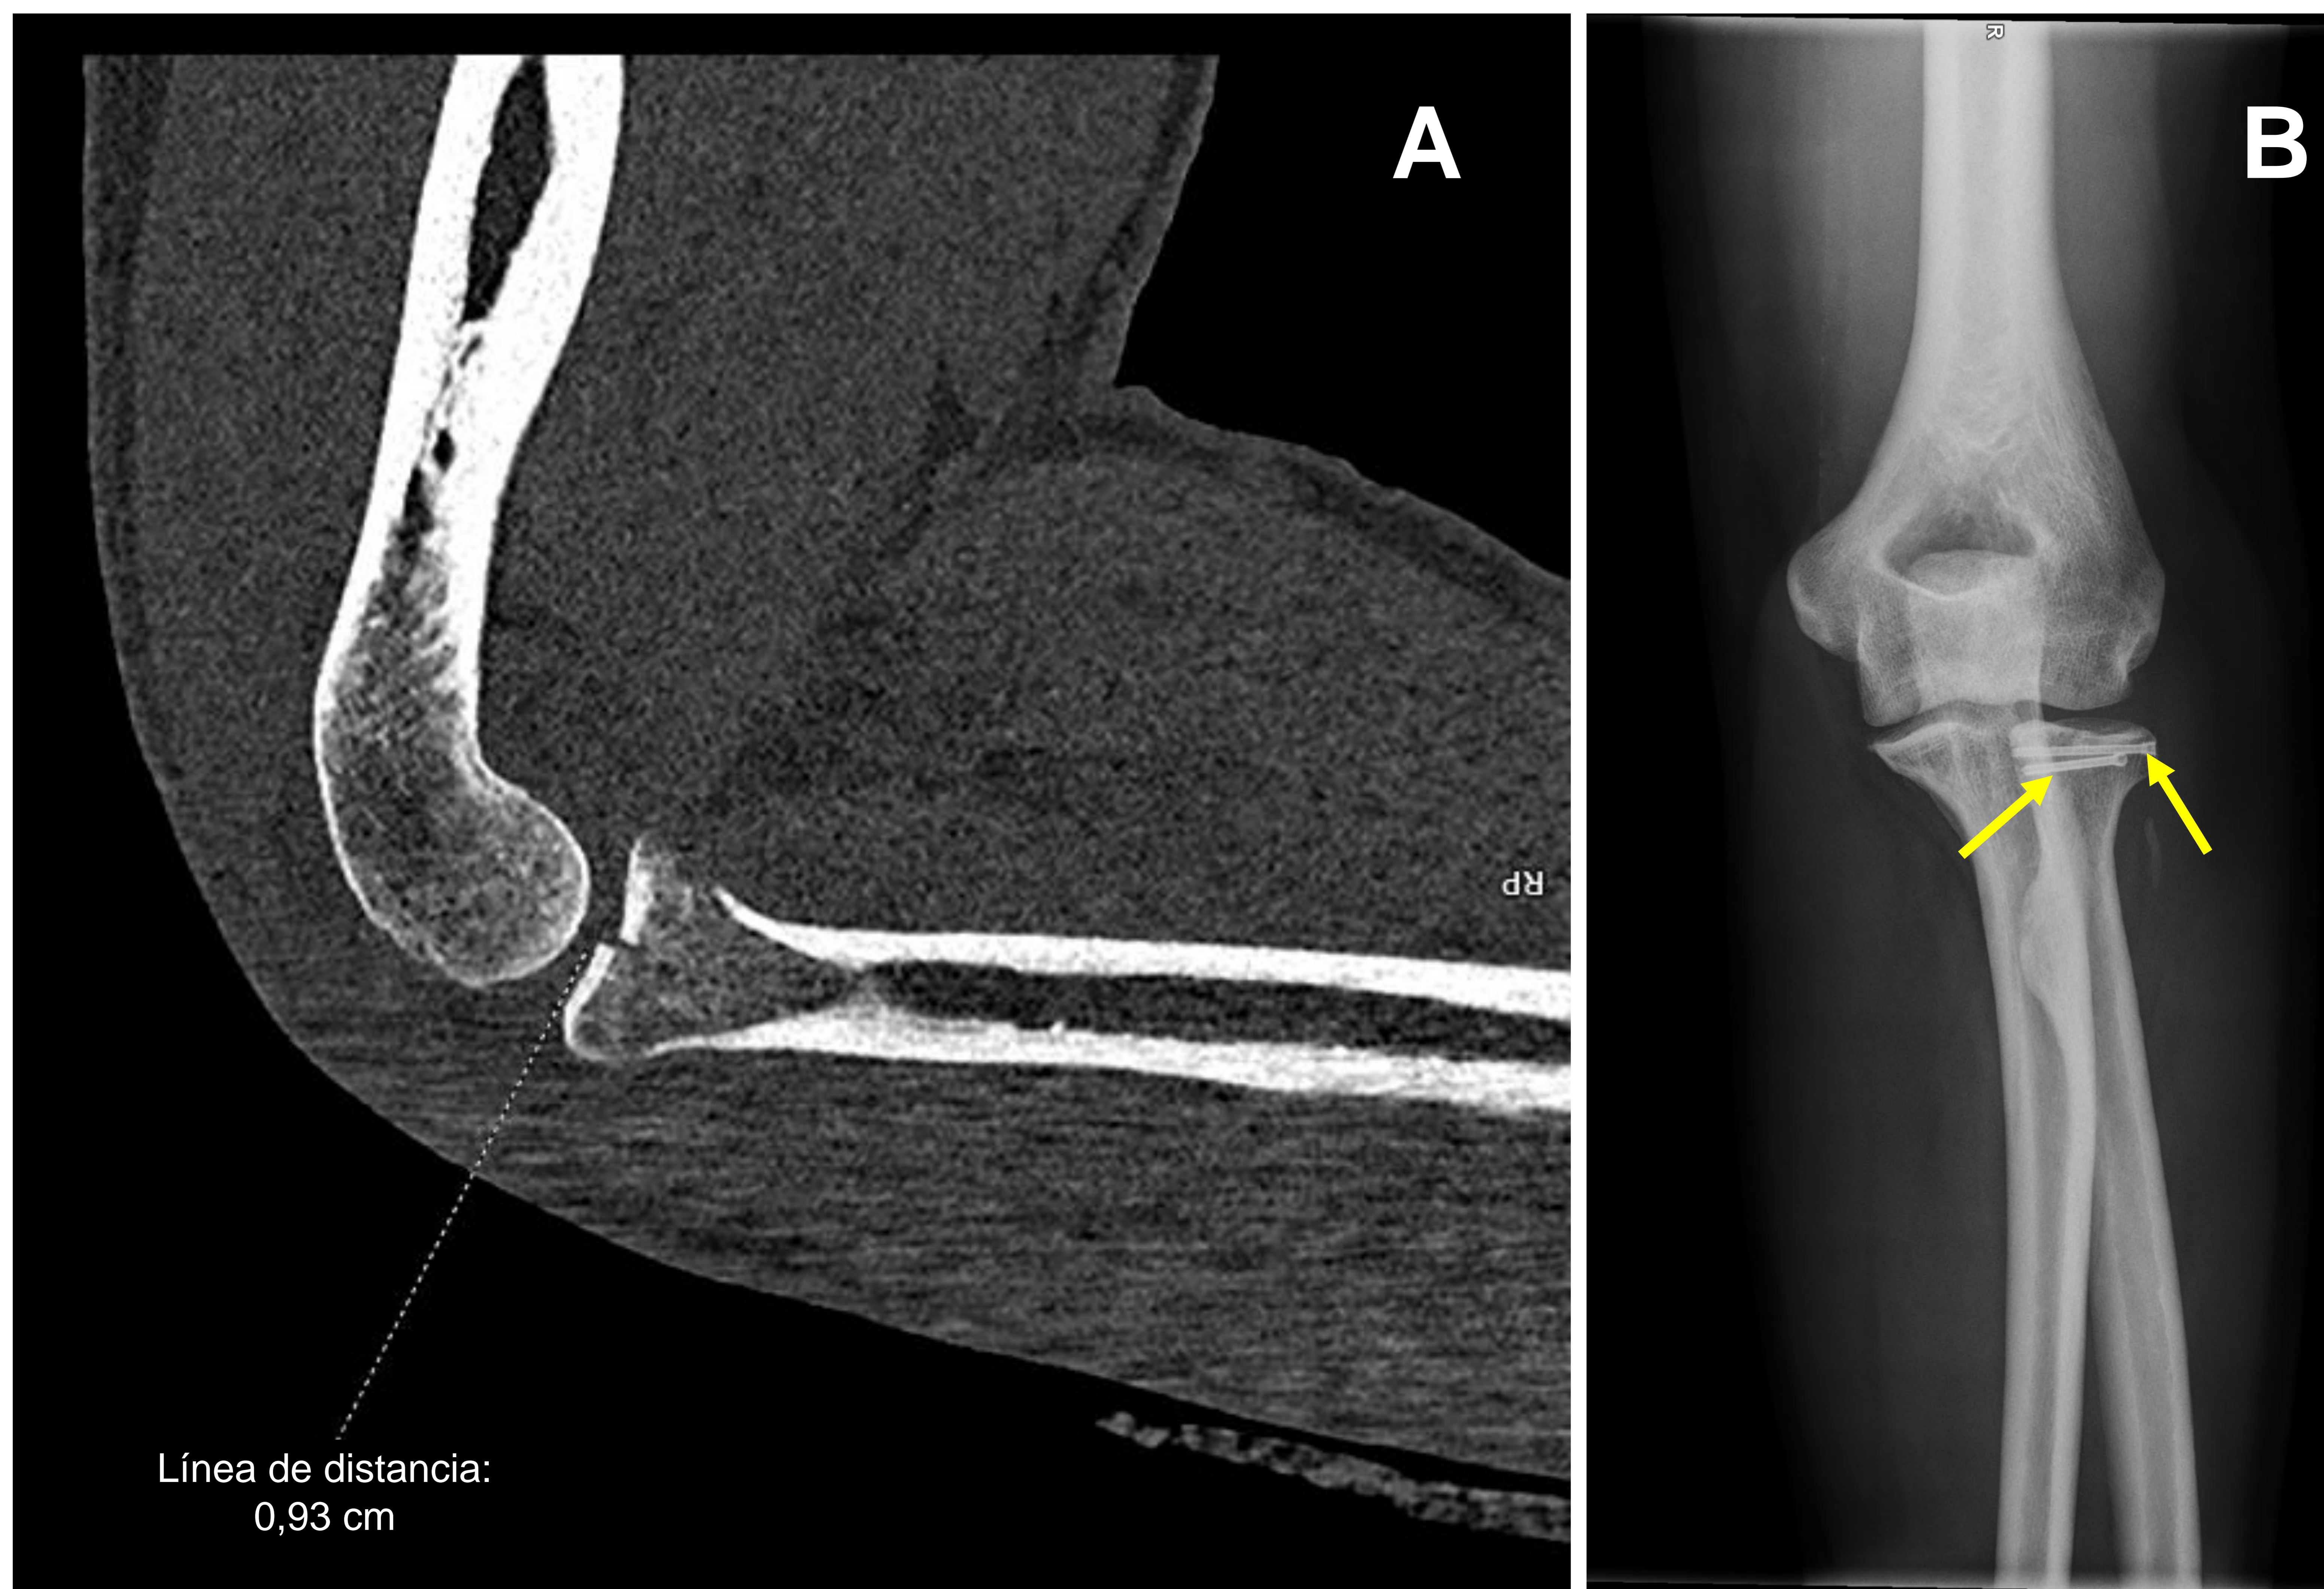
A) Imagen sagital de TC de codo izquierdo en la que se identifica fractura de la cabeza radial con hundimiento del fragmento > 2 mm, compatible con tipo II de Mason. B) Radiografía de codo izquierdo AP de control tras el tratamiento quirúrgico mediante osteosíntesis con tornillos canulados tipo Herbert (flechas amarillas).
